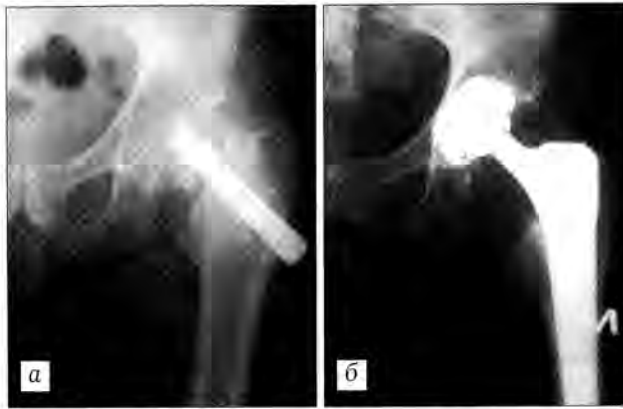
Рентгенограммы больного с ложным суставом шейки бедра: а — до, б — после эндопротезирования.
